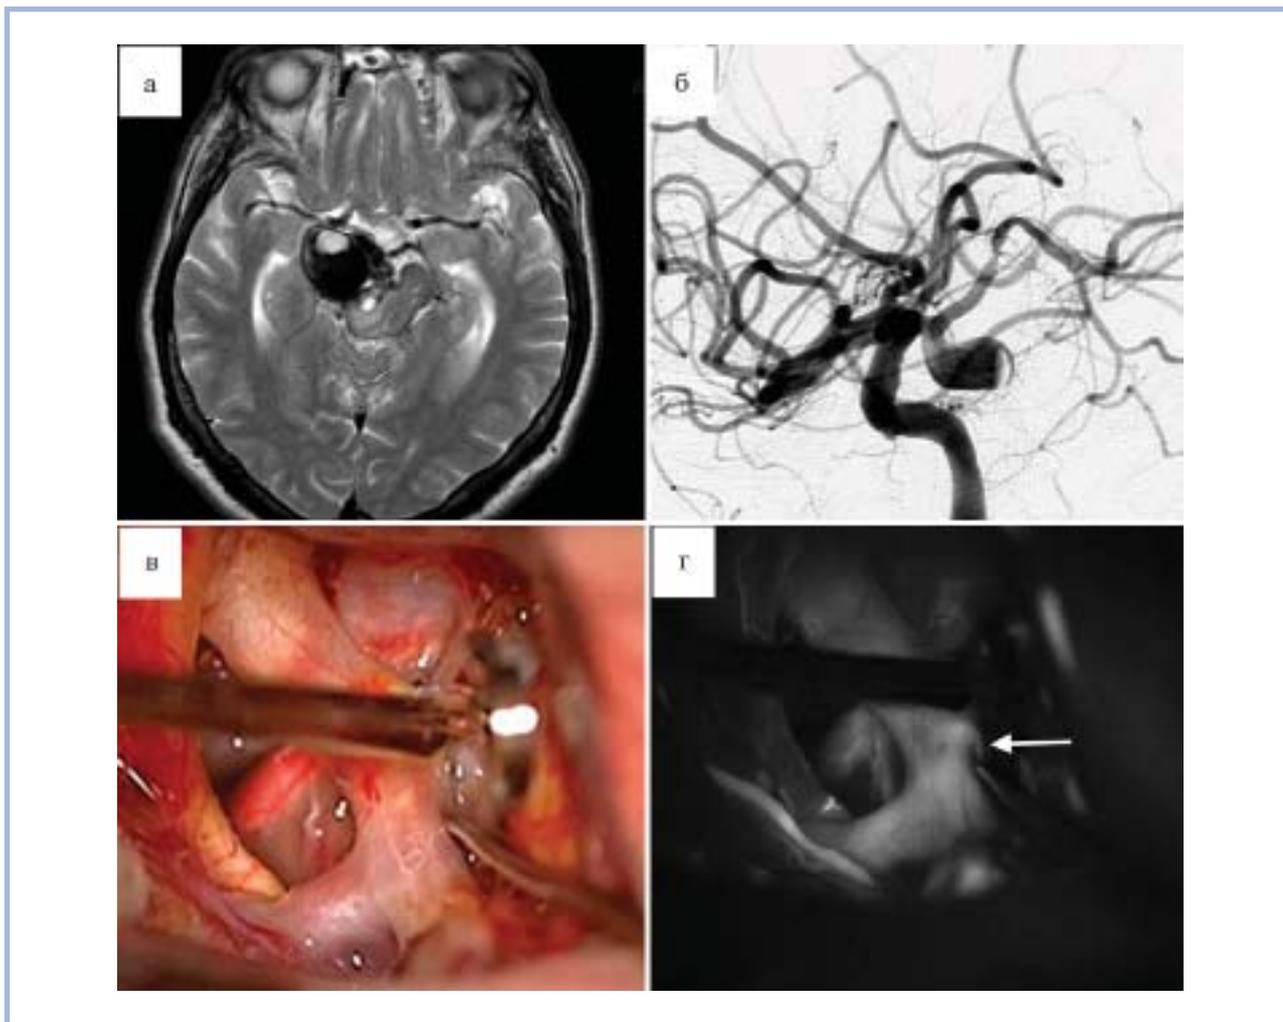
СКТ-ангиография больной В. (№9), где визуализируется гигантская частично тромбированная аневризма правой ВСА (а); б — при селективной каротидной ангиографии контрастируется только часть аневризмы; в — интраоперационная фотография после наложения клипса; г — при ИФА подтвержден кровоток в передней ворсинчатой артерии (указана стрелкой), аневризма не контрастируется.
